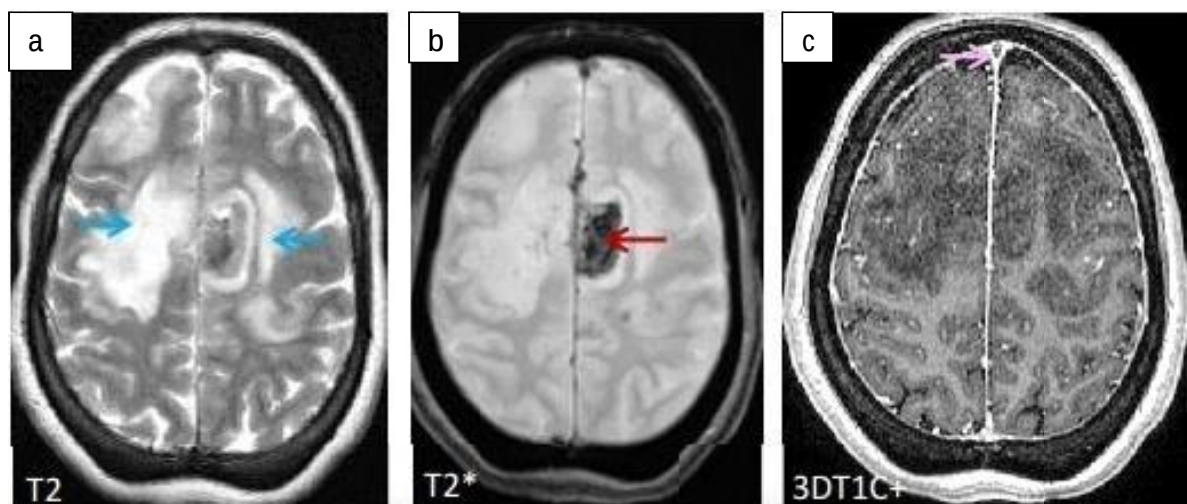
Patiente de 37 ans, présentant une tétraparésie et un mutisme avec au bilan une polyglobulie. Une IRM cérébrale en coupe axiale a objectivé un défaut de rehaussement du SLS en séquence T1 injectée (c) → avec infarctus veineux fronto-pariétal bilatéral en séquence T2 (a) → et transformation hémorragique à gauche en séquence T2* (b) →. Etiologie retenue : Polyglobulie.
